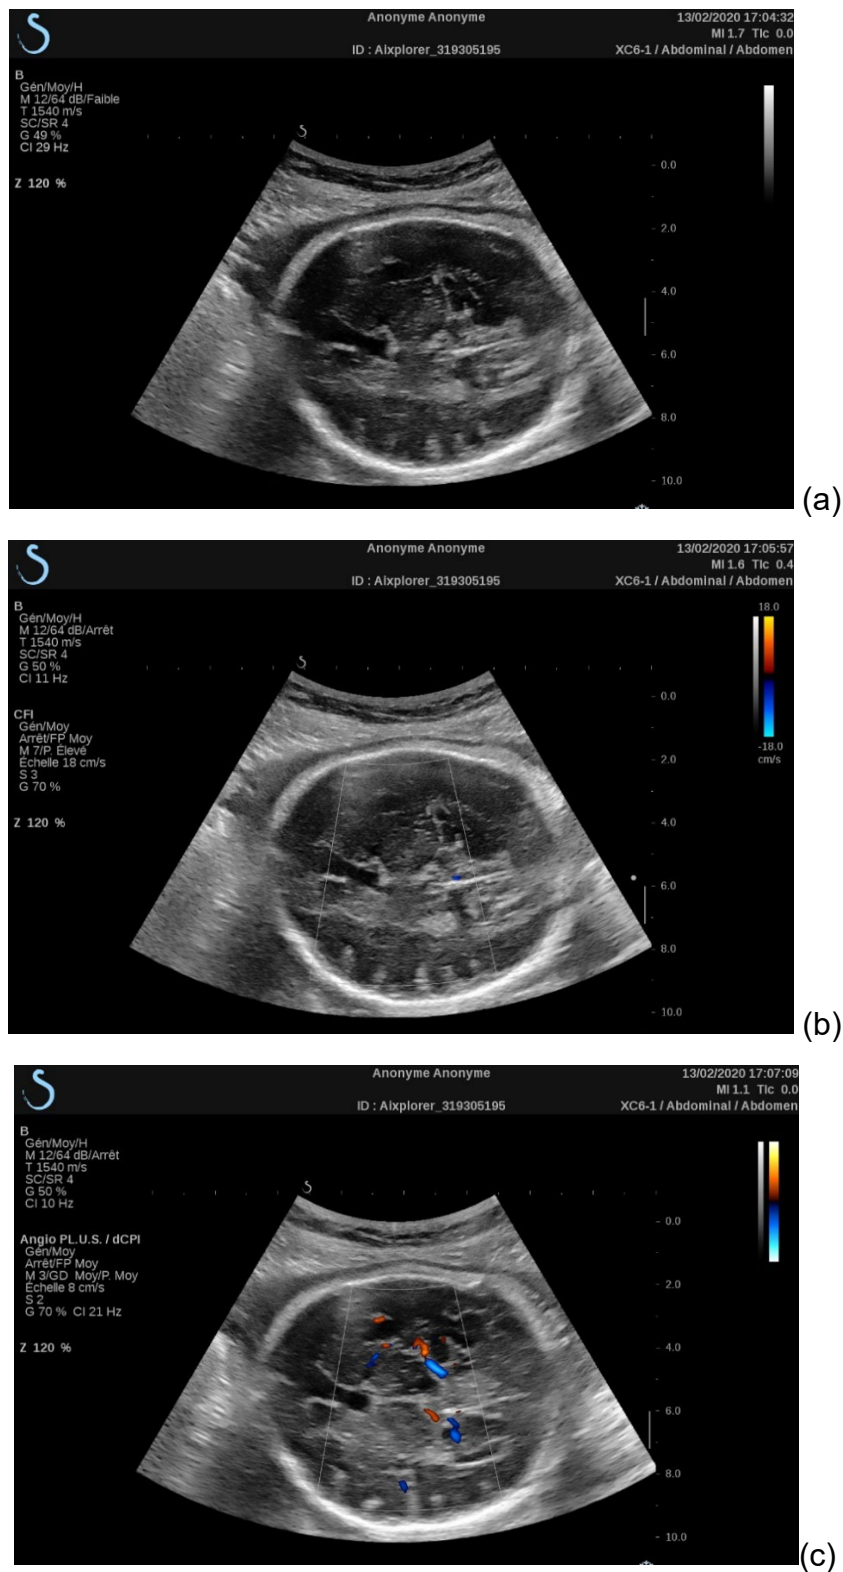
(a) Bmode du cerveau du fœtus de la patiente 2, (b) Doppler de puissance traditionnel (Color Flow Imaging CFI), (c) Doppler de puissance en mode Angio PLUS en Doppler ultrasensible par onde plane.
